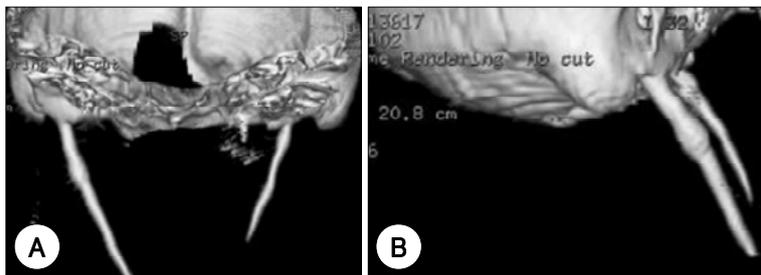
3D-CT images. Demonstration of bilateral styloid processes from the anterior aspect (A) and right lateral aspect (B) of the skull (the mandible and cervical spines were excluded). The right styloid process (48 mm) is significantly longer than the left (33 mm).
